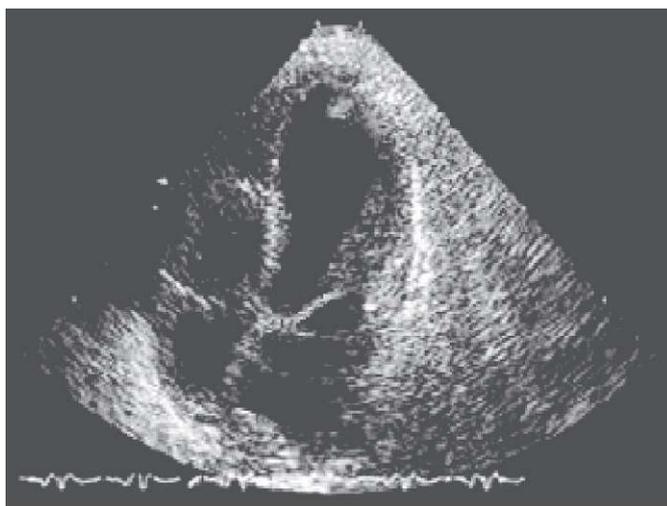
Эхокардиограмма больного Н. после химиотерапии. Четырехкамерная позиция от верхушки сердца. Виден передневерхушечный гиподискинез с тромбом в полости верхушки левого желудочка
